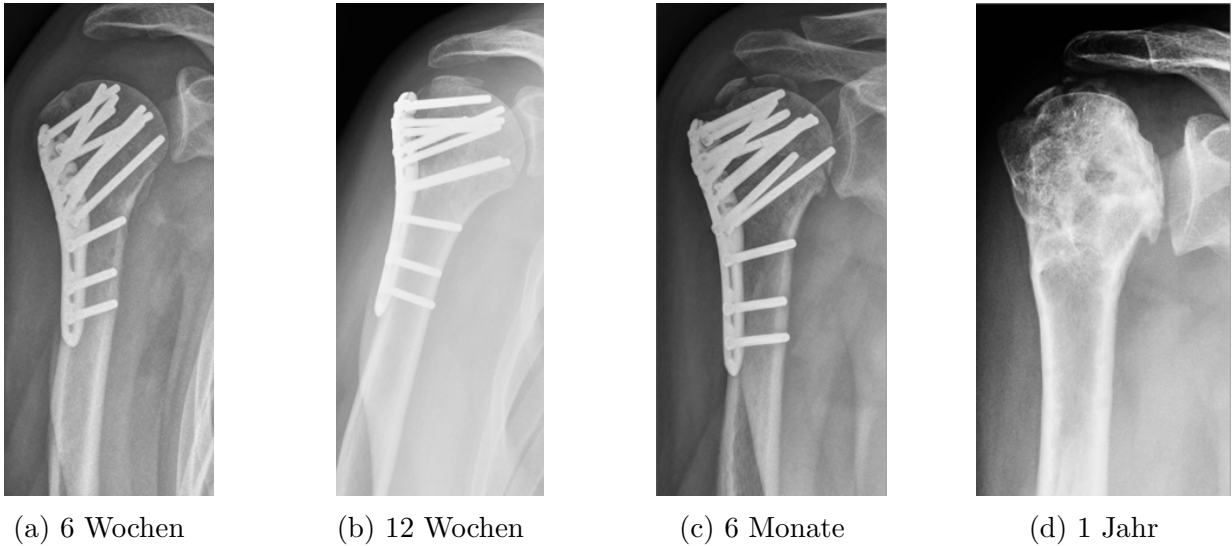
Röntgenbilder in der true-a/p-Aufnahme der rechten Schulter im Verlauf mit Entwicklung einer Humerkopfnekrose und folgender Implantatentfernung, (a) 6 Wochen postoperativ (b) 12 Wochen postoperativ (c) 6 Monate postoperativ (d) ein Jahr postoperativ und 4 Monate nach Implantatentfernung und Arthrolyse
